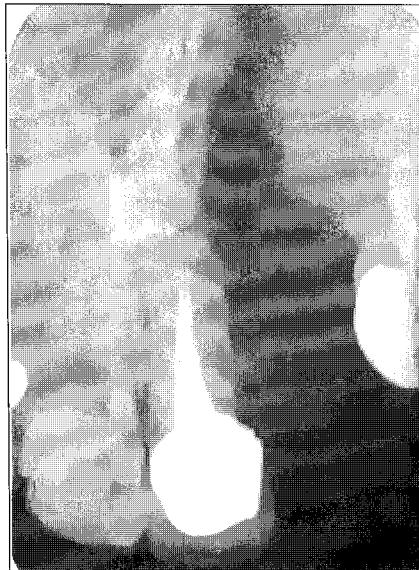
Periapical view after the orthodontic and prosthodontic treatment at age 17. Left central incisor was endodontically prepared before the prosthodontic work, and thereafter the post-core was set and porcelain fused to metal crown with keyway was cemented on the post-core.
